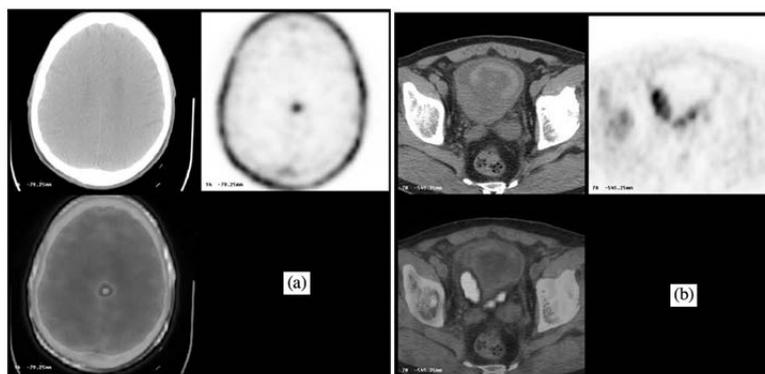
(a) Brain  $^{11}\text{C}$ -choline PET/CT demonstrates a site of disease relapse in a patient affected by glioblastoma previously treated with surgery. Upper left CT image, upper right  $^{11}\text{C}$ -choline PET, lower left fusion imaging. (b)  $^{11}\text{C}$ -choline PET/CT demonstrates a site of cancer in a patient affected by bladder urothelial cancer. Upper left CT image, upper right  $^{11}\text{C}$ -choline PET, lower left fusion imaging. Reprinted with permission from Eur J Nucl Med Mol Imaging (2008; 35: 216–218). Copyright 2007, Springer-Verlag.
